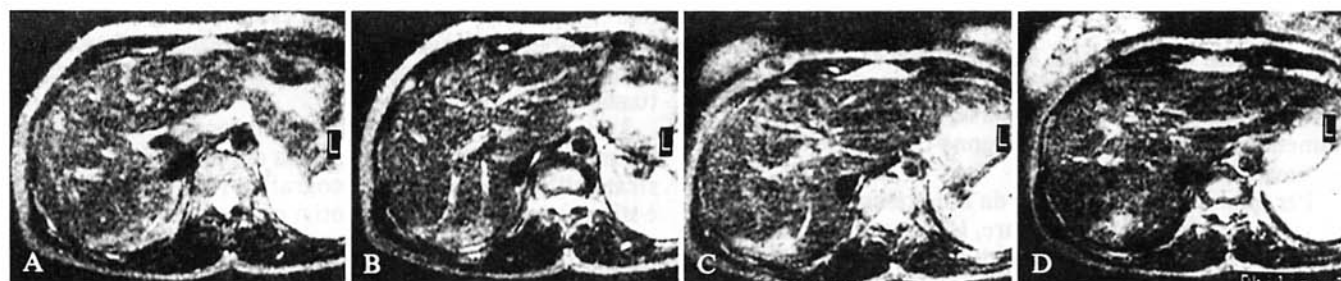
A-D Scansioni RM assiali contigue, spin-echo (TR 2240/TE 150 ms): controllo a 48 mesi. Meno apprezzabile la iperintensità di segnale delle lesioni, specialmente negli echi tardivi (si confronti con la fig. 3).
